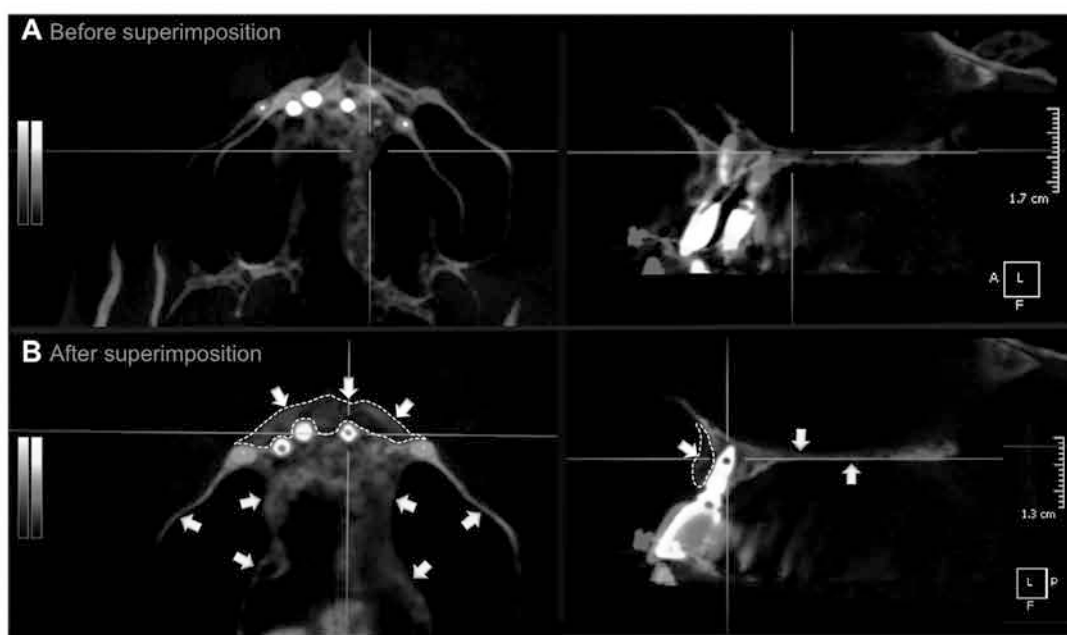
(A) Axial and sagittal views of the CBCT scans before superimposition. (B) The same views after superimposition. The yellow arrows show matching of the grey and red borders of the T1 and T2 images. The white arrows indicate the areas where the superimposition does not match as a result of the patient having had implants and a bone graft placed in the area (dotted line).
